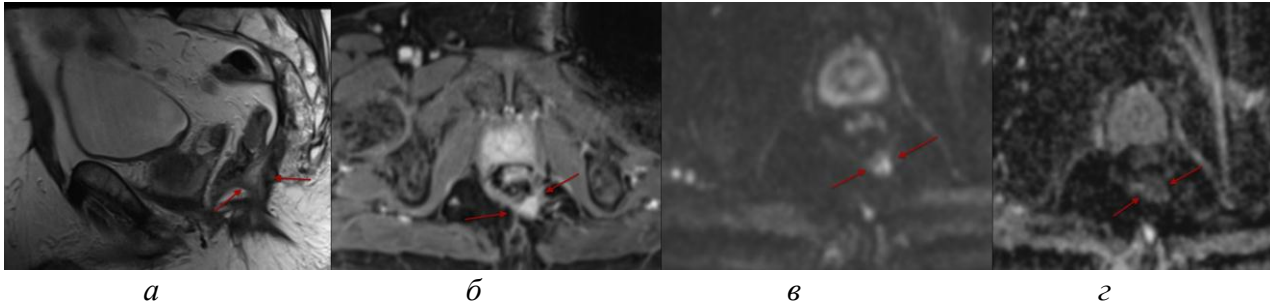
Данные мпМРТ. Постлучевые, послеоперационные изменения в малом тазу с формированием промежностного свища. а) T2 ВИ в косо–сагиттальной проекции. Послеоперационные рубцовые изменения пресакральной клетчатки и задней стенки прямой кишки. Структурные изменения мягких тканей промежности по задней стенке кишки слева (стрелки). б) По данным DCE определяется участок патологического контрастирования в зоне мягких тканей промежности. ДВИ (в) и ADC карта (г) демонстрируют ограничение диффузии в зоне выполненного оперативного вмешательства.
